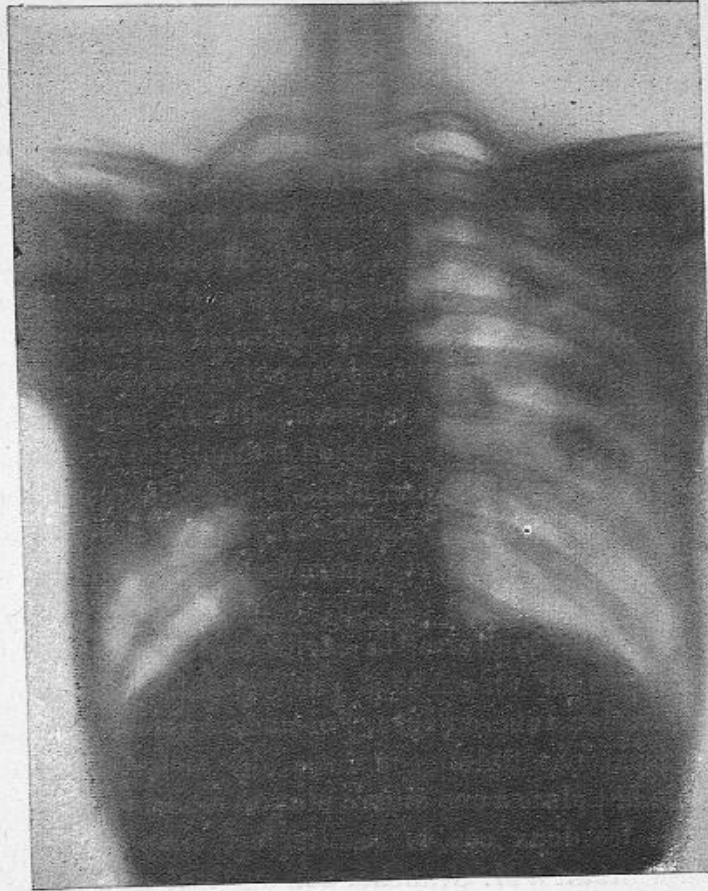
Cavernes tuberculeuses multiples du poumon gauche, d'après une radiographie de M. Radiguet. (Observation XLVII de la thèse du Dr Mignon.)
